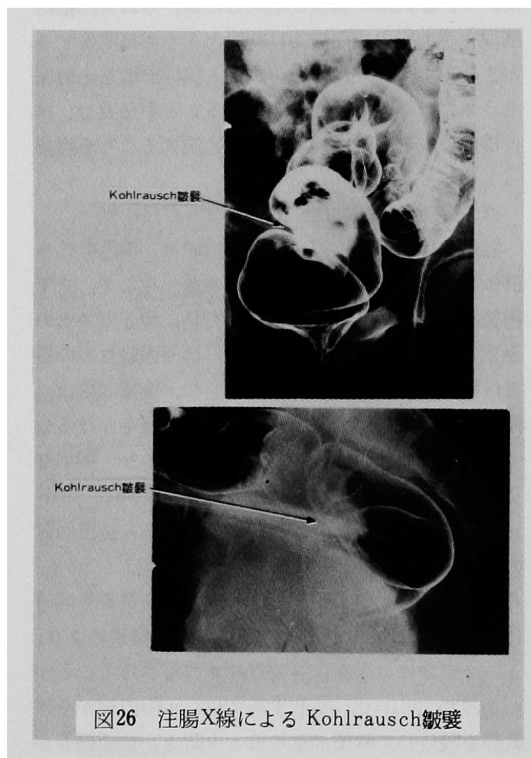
注腸X線による Kohlrusch 皺襞
